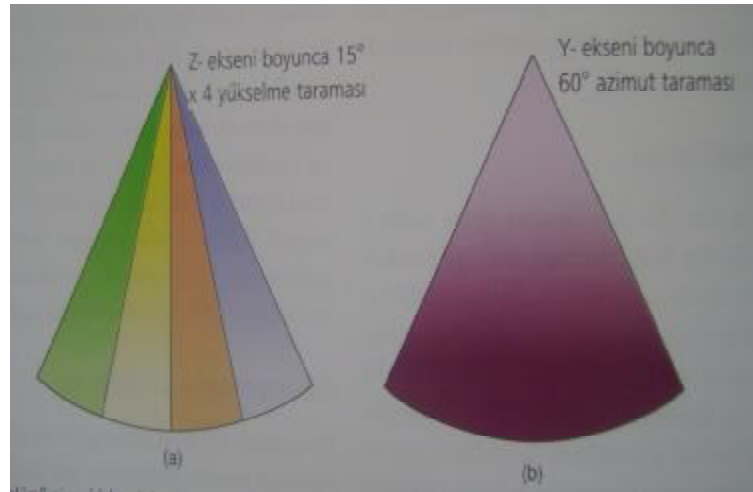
Ultrason dalgaları Y ekseninde boyunca azimut taramasıyla faz dizisi şeklinde gönderilerek iki boyutlu sektör görüntüleri elde edilir. Sonrasında bu iki boyutlu azimut
